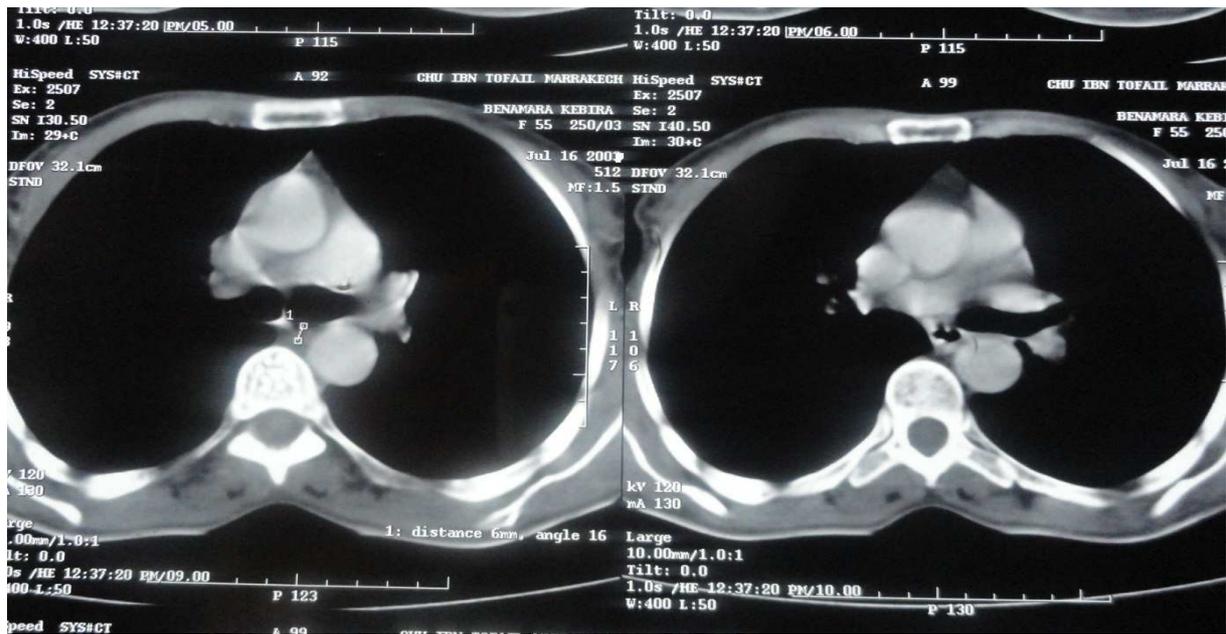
TDM montrant un cancer du tiers moyen de l'œsophage rétrécissant la lumière œsophagienne.
